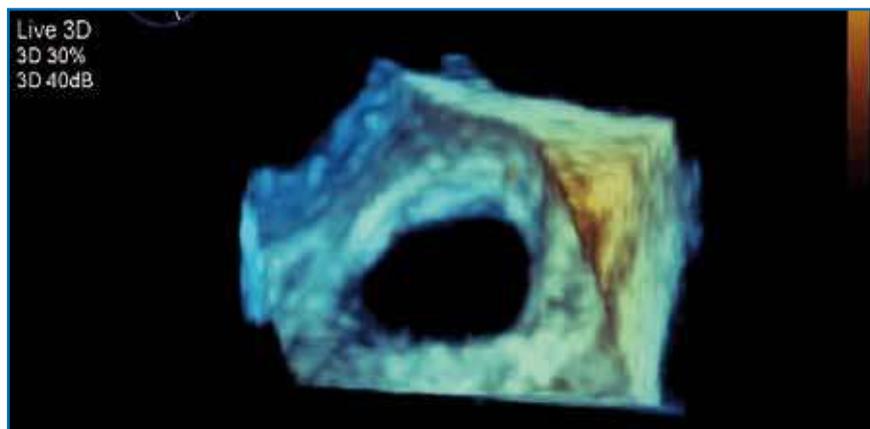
Vue auriculaire gauche d'une communication interauriculaire par échographie transoesophagienne 3D.
